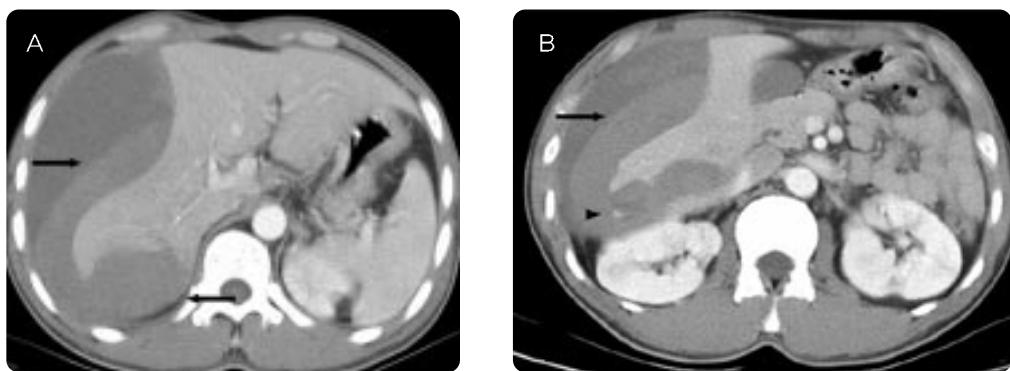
Contrast enhanced abdomen CT (A, B) shows a large hematoma (arrows) of mixed attenuation at the lateral and posterior aspects of the right lobe of the liver along with compression of the adjacent liver. (B) A small high attenuating focus (arrowhead) is noted within the hematoma that suggests extravasation of the contrast material and active bleeding.
